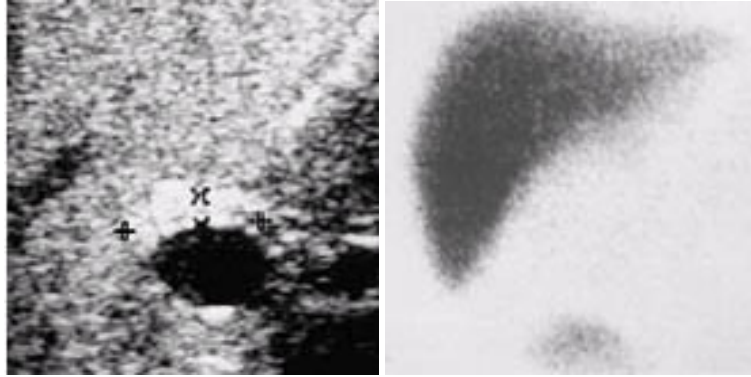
담도 폐쇄증에서 초음파 triangular cord sign과 간담도 스캔 소견.
